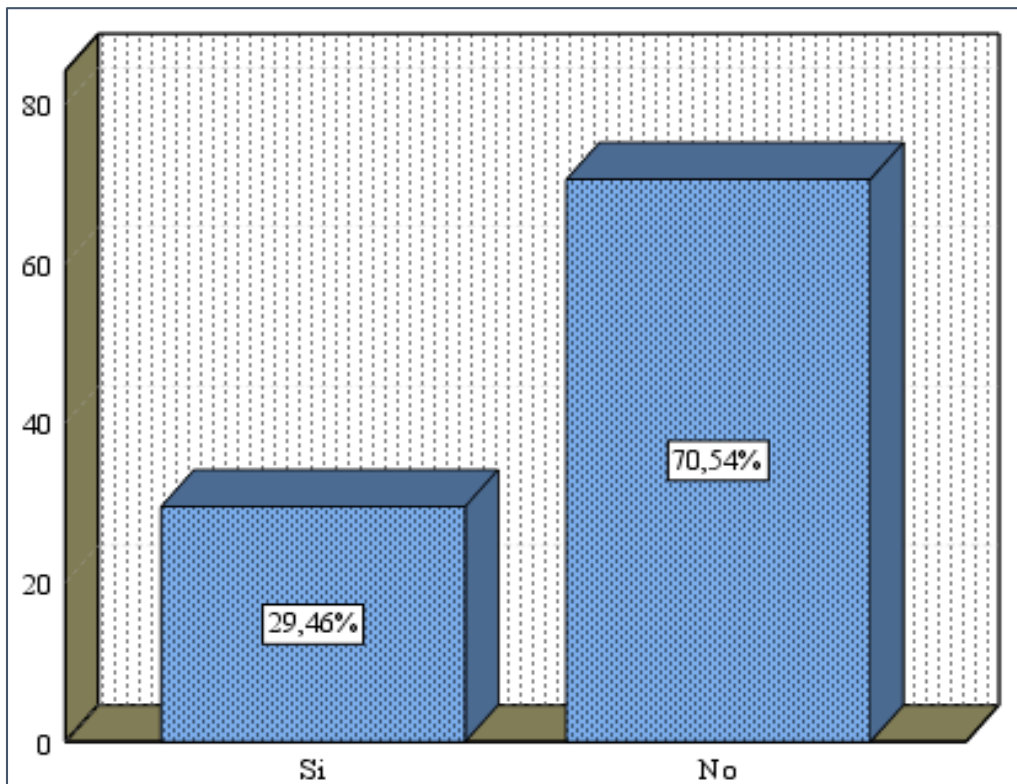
Distribución según los hallazgos ultrasonográficos en bursa - distensión
